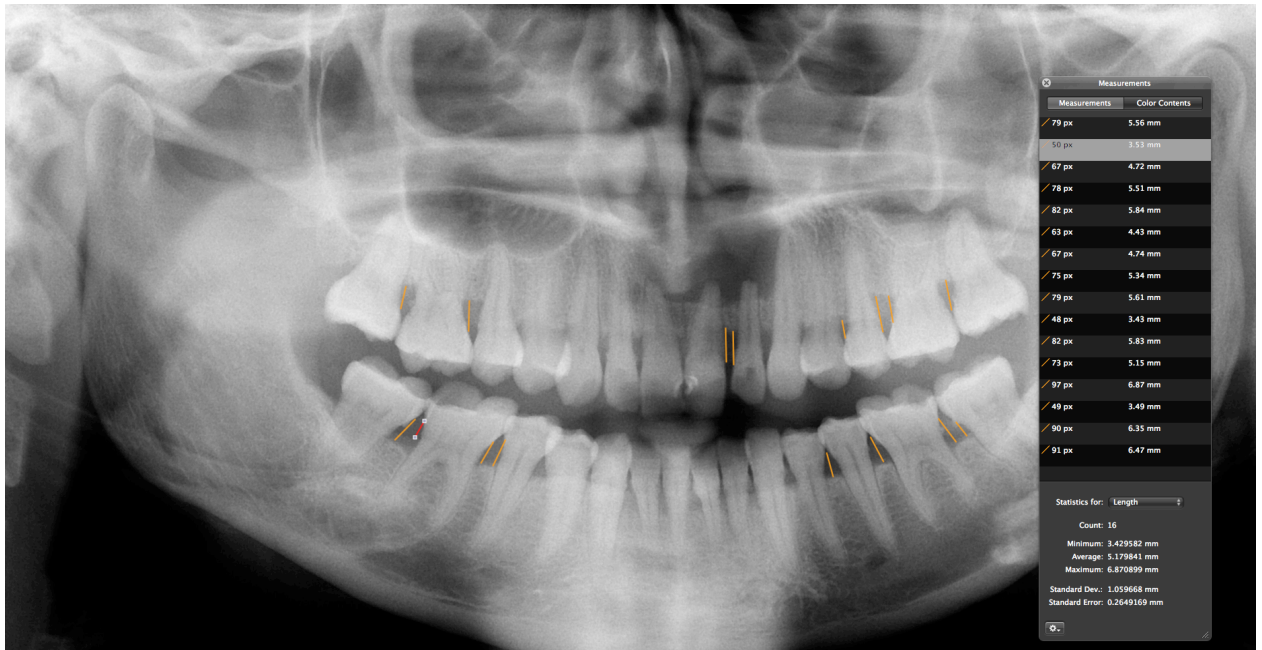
Типова ортопатомограма пацієнтів III-ої групи
